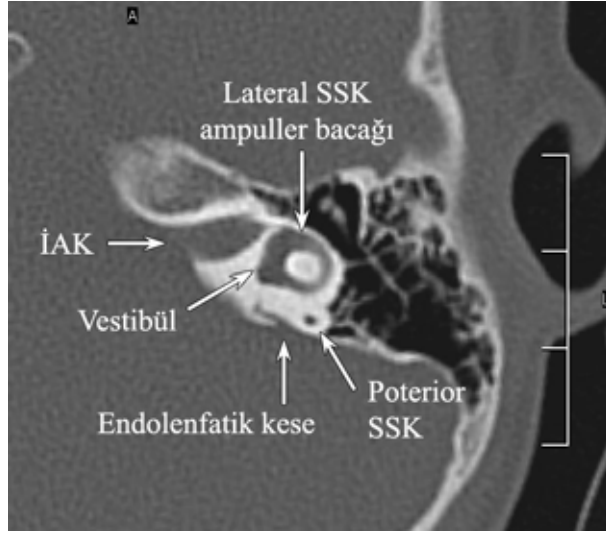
Temporal kemiğin posterior SSK üst sınırı seviyesinden geçen aksiyel BT kesiti.
